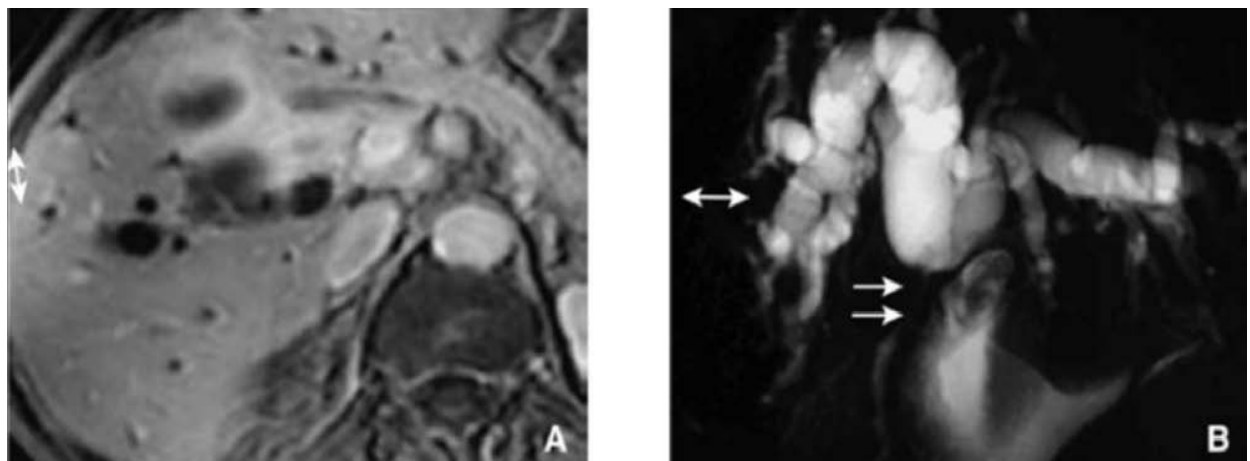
IRM en coupe axiale après injection de gadolinium (A) et bili-IRM 2D (B)
